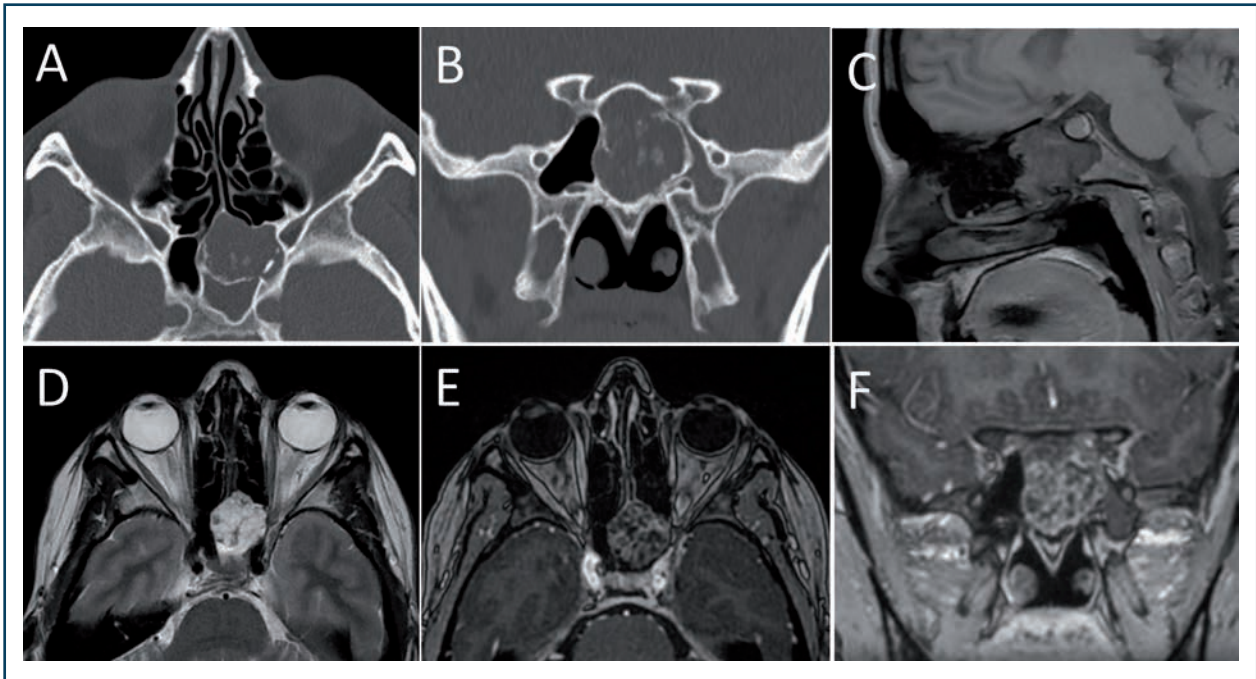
Rhabdomyosarcome alvéolaire de grade III chez une femme de 61 ans. (A,B) scanner en fenêtre osseuse en coupes axiales, IRM en séquences T2 (C) et T2 Fat Sat (D) retrouvant des formations kystiques et en séquences 3D T1 gadolinium (E,F).
